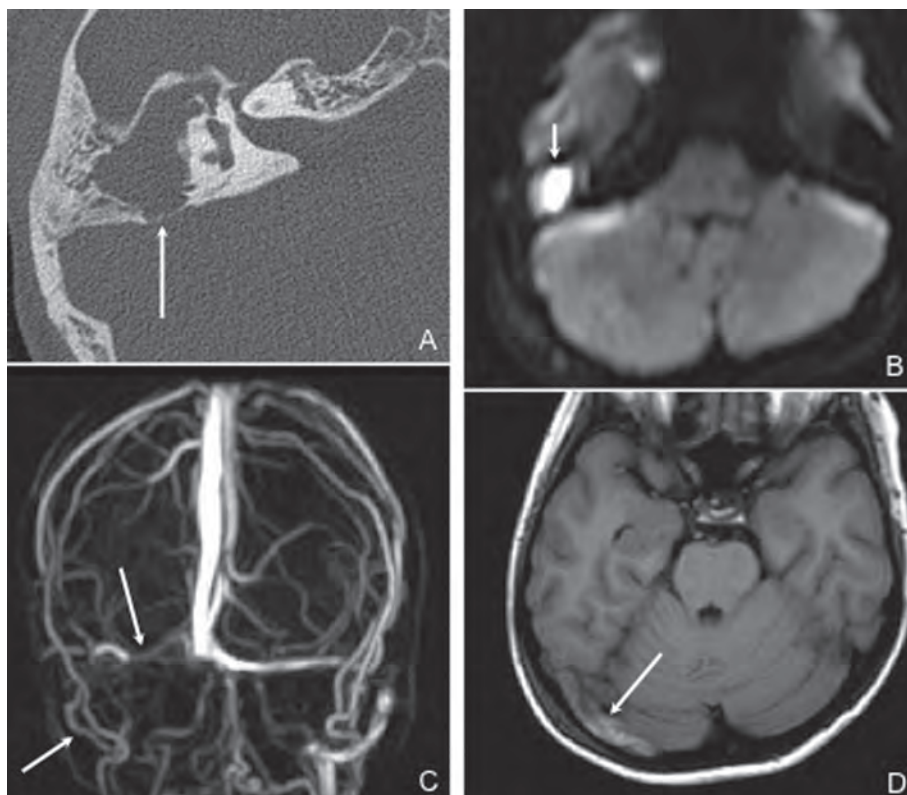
Enfant de 10 ans avec cholestéatome de l'OD. CT, coupe axiale (A) : cholestéatome se manifestant par une opacité tissulaire comblant l'oreille moyenne D avec lyse ossiculaire et amincissement marqué de la paroi mastoïdienne postérieure (flèche). IRM coupe axiale DWI (B), reconstructions d'une acquisition 3D PCA (C) et coupe axiale T1 (D) : Confirmation du volumineux cholestéatome sous la forme d'un hypersignal DWI (flèche courte) avec thrombose du sinus latéral et sigmoïde D (flèches longues).
